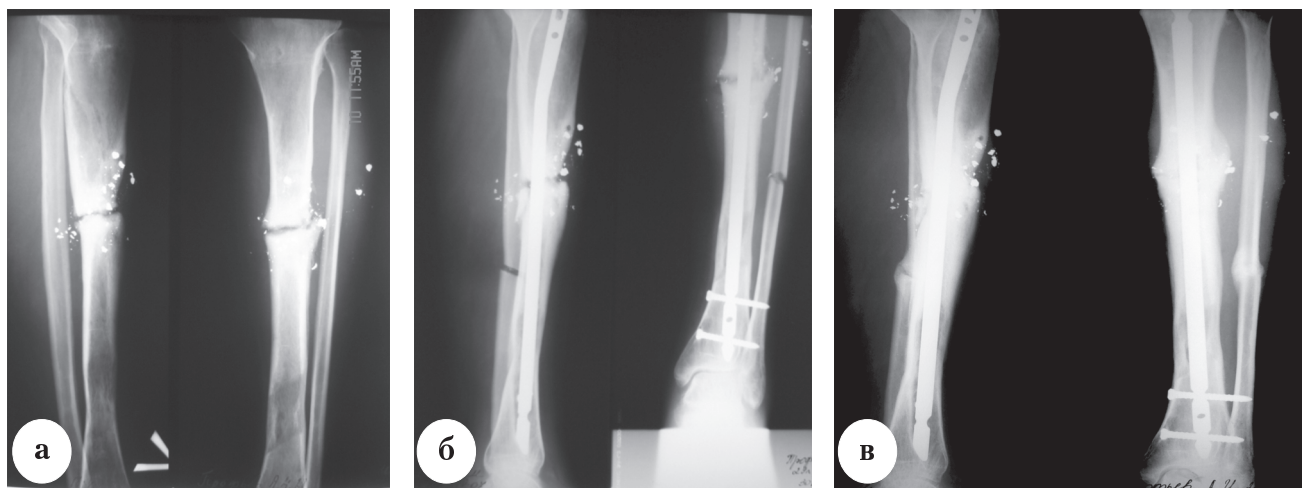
Рентгенограммы костей левой голени больного П., 28 лет:
